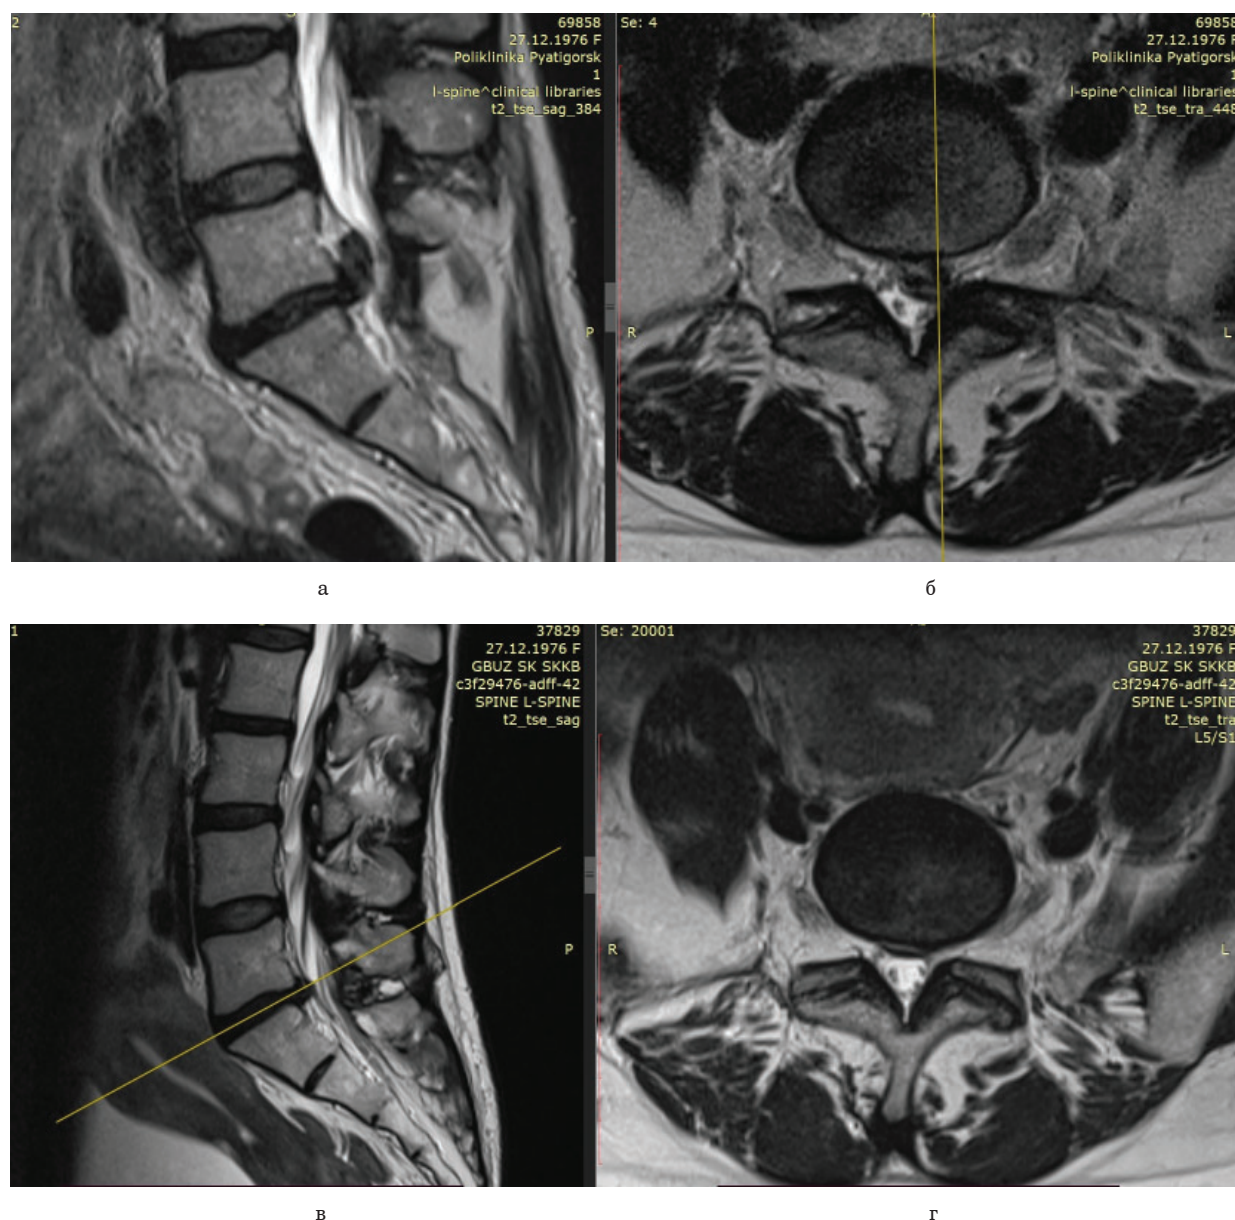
Данные МРТ 49-летней пациентки. Сагиттальные (а) и аксиальные (б) изображения до лечения показывают левостороннюю грыжу диска L₅–S₁ с краниальной миграцией. Через месяц после PRP-терапии сагиттальные (в) и аксиальные (г) срезы показали резорбцию грыжи диска
